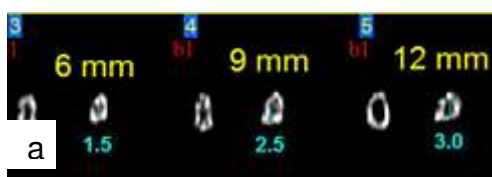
(a) - Tomografia do canal anatômico da amostra 20
